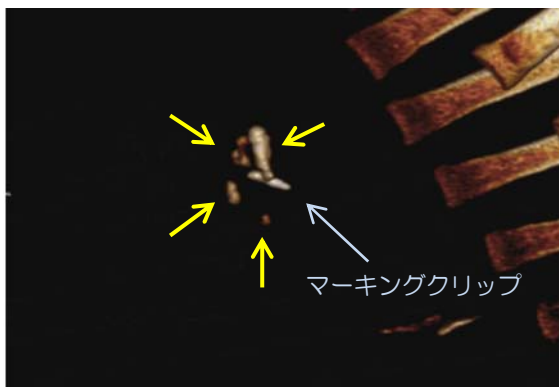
投与直後に撮影したX線CTの3次元再構成画像では、局注点4箇所を明瞭に識別可能であ
